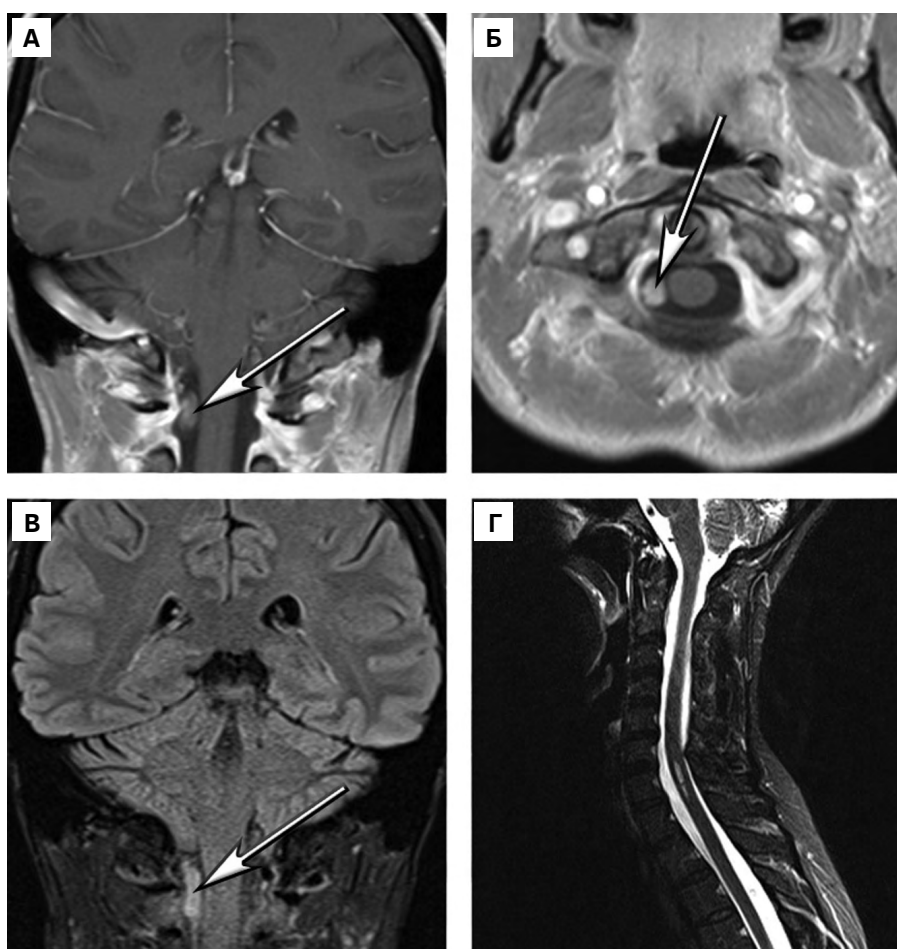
МРТ головного мозга и шейного отдела позвоночника пациентки, выполненные до операции (стрелками обозначено интрадуральное экстрамедулярное новообразование): А – МРТ головного мозга в режиме Т1-взвешенного изображения (ВИ) с контрастированием, коронарная проекция; Б – МРТ головного мозга в режиме Т1-ВИ с контрастированием, аксиальная проекция; В – МРТ головного мозга в режиме Т2-ВИ FLAIR, коронарная проекция; Г – МРТ шейного отдела позвоночника в режиме Т2-ВИ, сагиттальная проекция. На уровне позвонка С7 определяется локальное расширение центрального канала спинного мозга. Источник: составлено авторами
